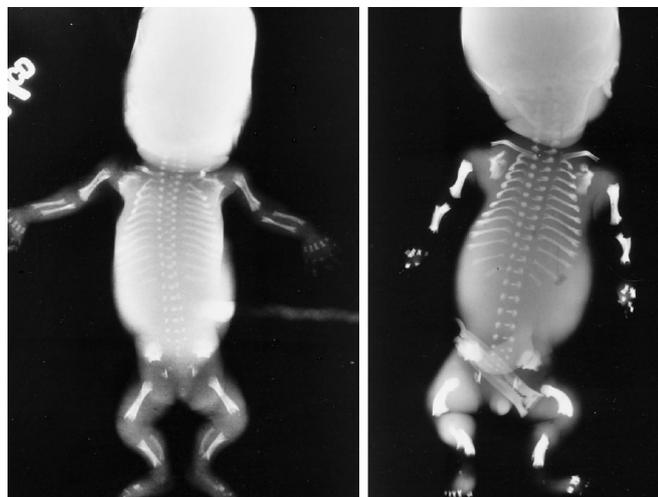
Radiografía de un paciente con Displasia Tanatofórica.¹³
